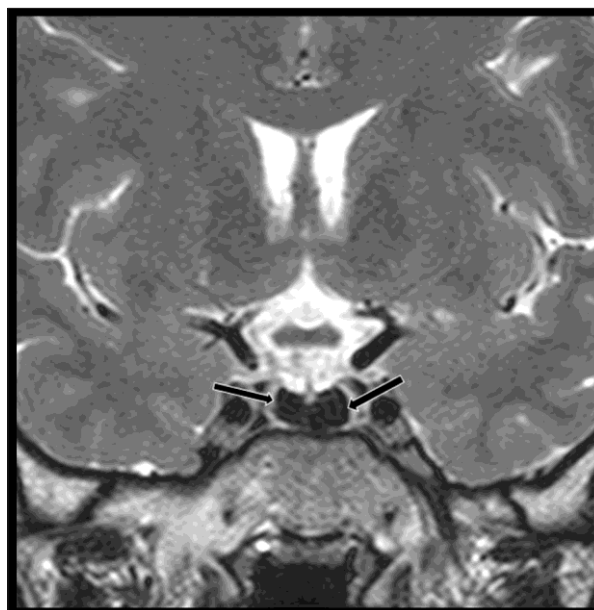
Magnetic resonance imaging (MRI) of the pituitary gland, compatible with iron deposition MRI coronal T2-weighted image shows the anterior lobe of the pituitary gland with a significantly low signal (indicated by the black arrow).
